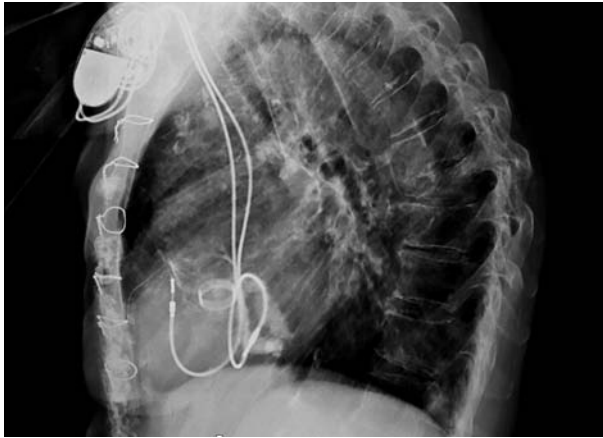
Radiografía de tórax de perfil que evidencia el trayecto con dirección posterior del catéter ventricular. También se observa calcificación del anillo mitral y válvula mecánica en posición aórtica.
